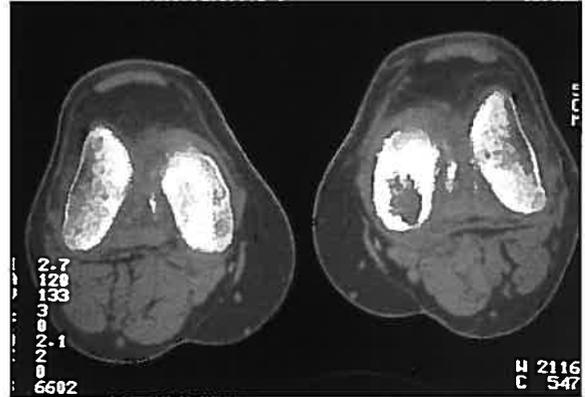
TAC del mismo paciente.
